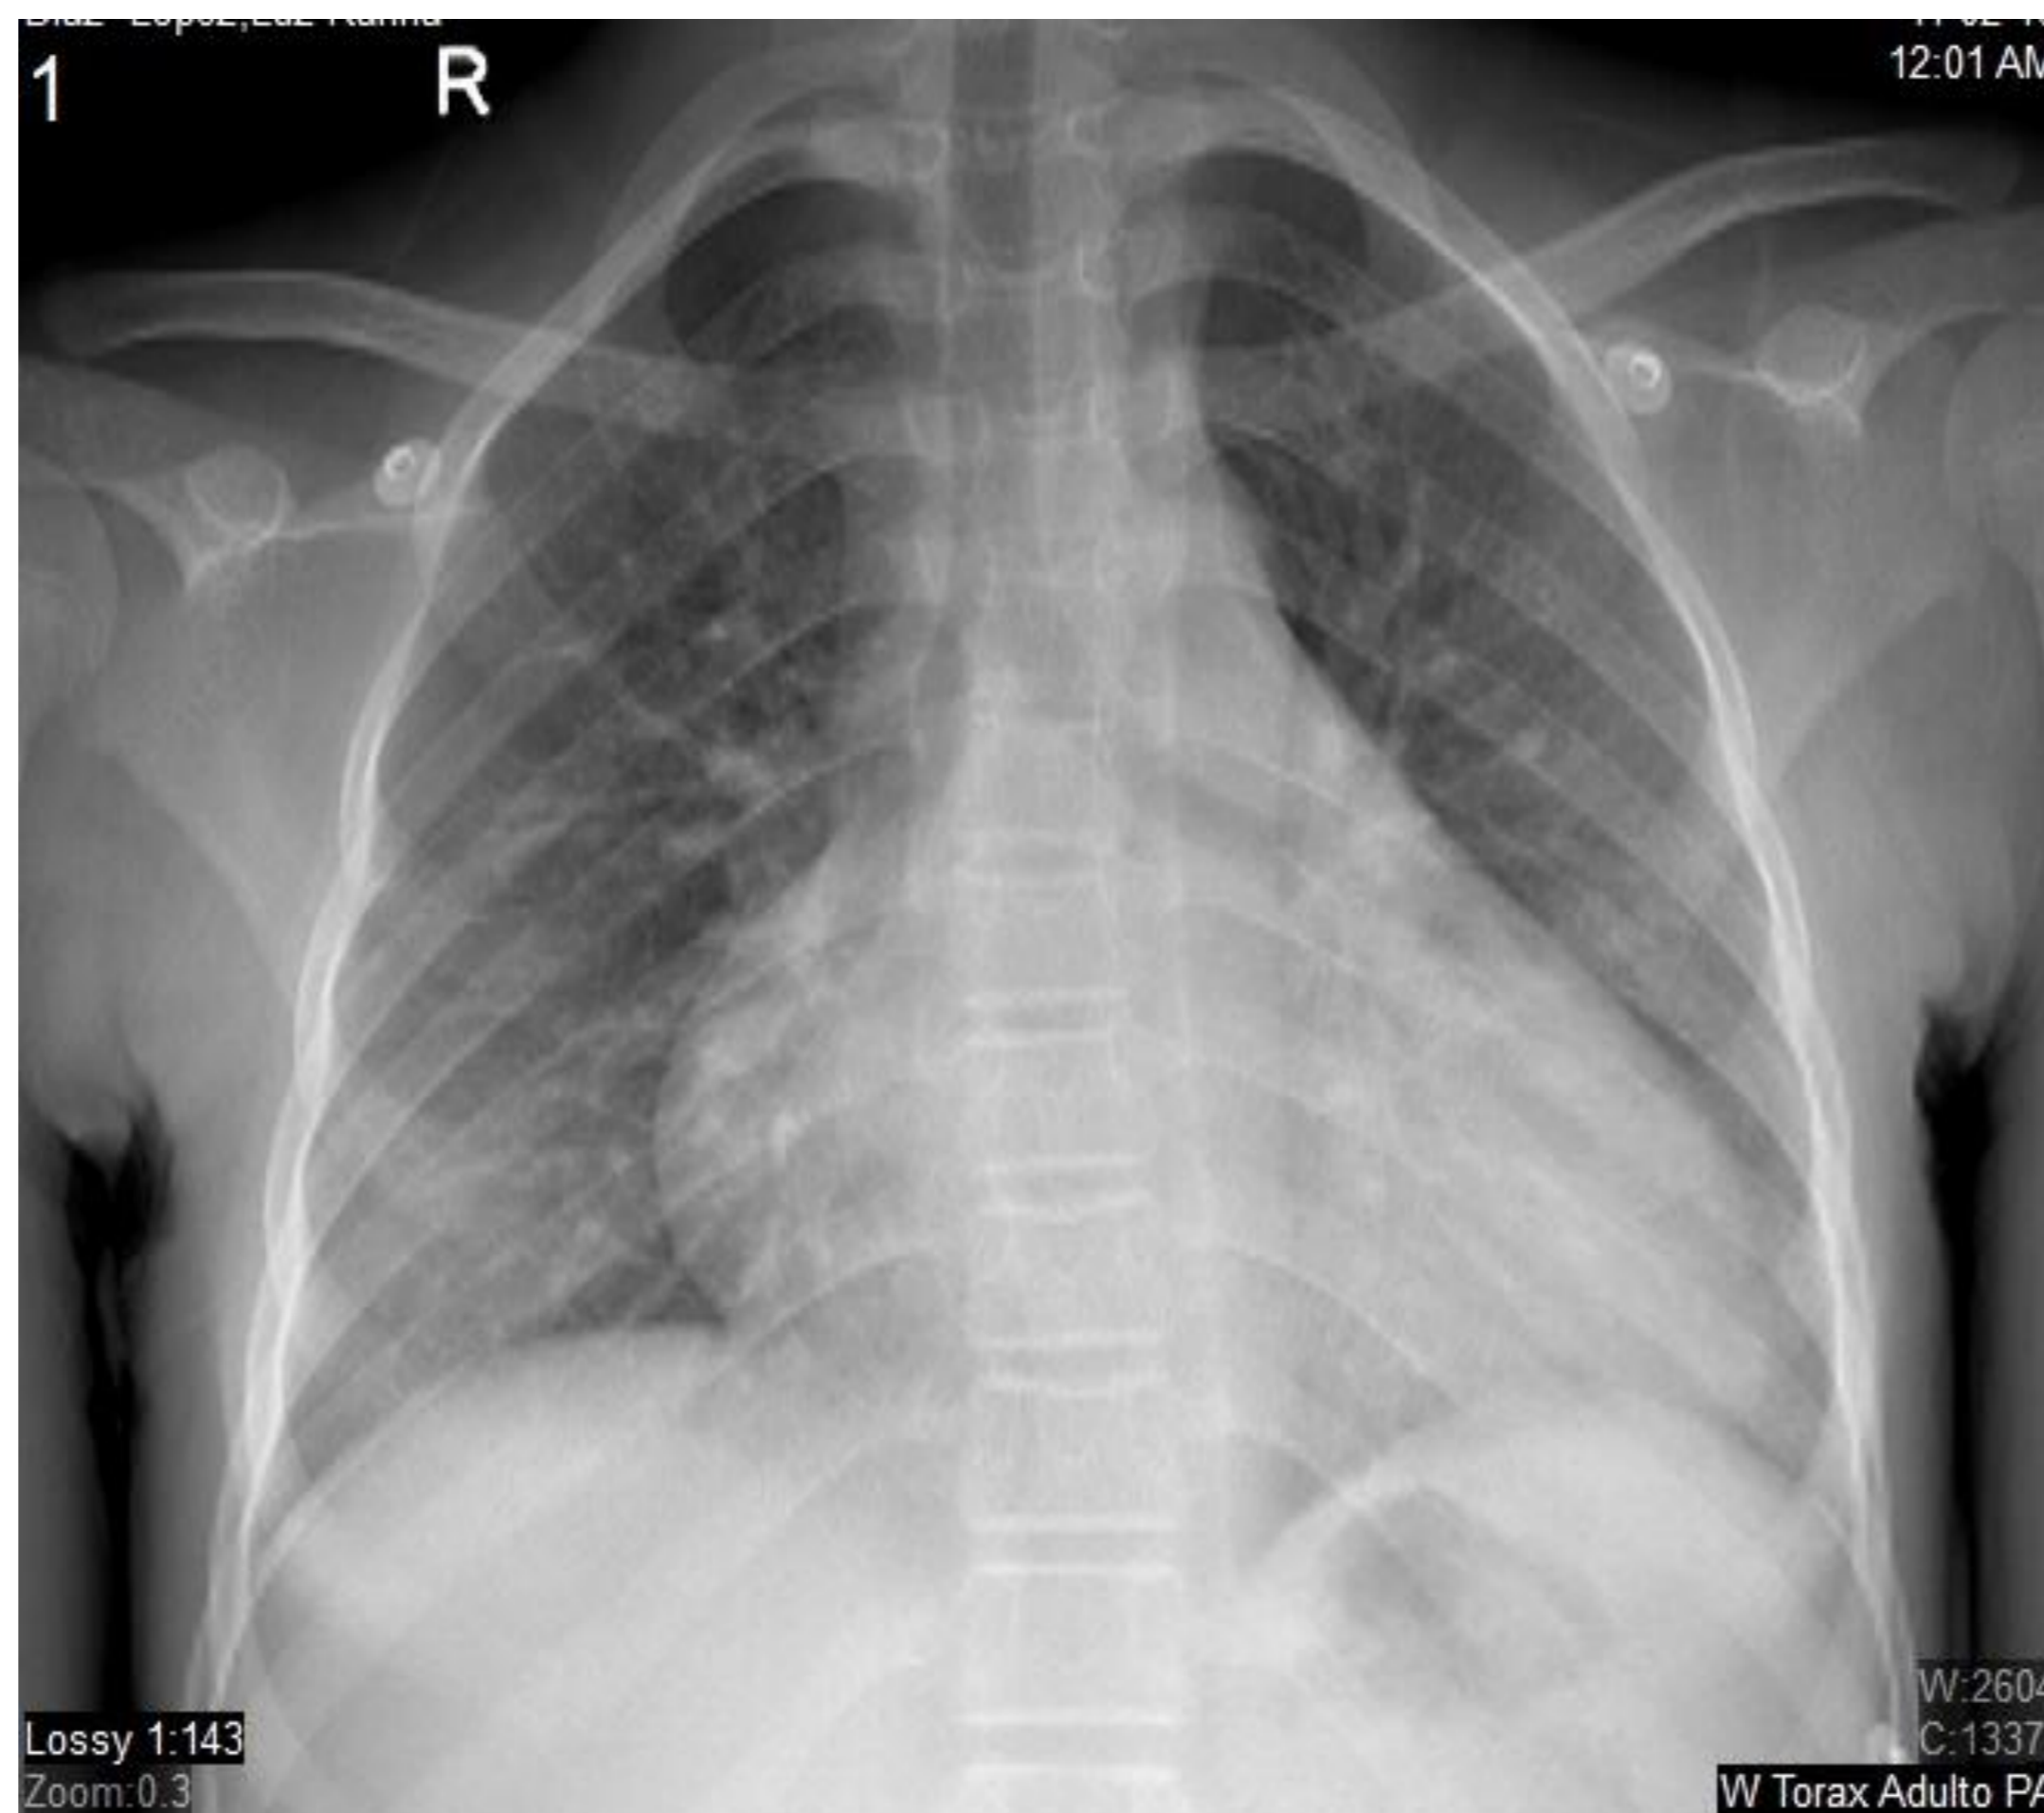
Radiografía AP. Silueta cardiome-diastólica aumentada de tamaño de forma global. Hili pulmonares congestivos. Derrame pleural izquierdo.
